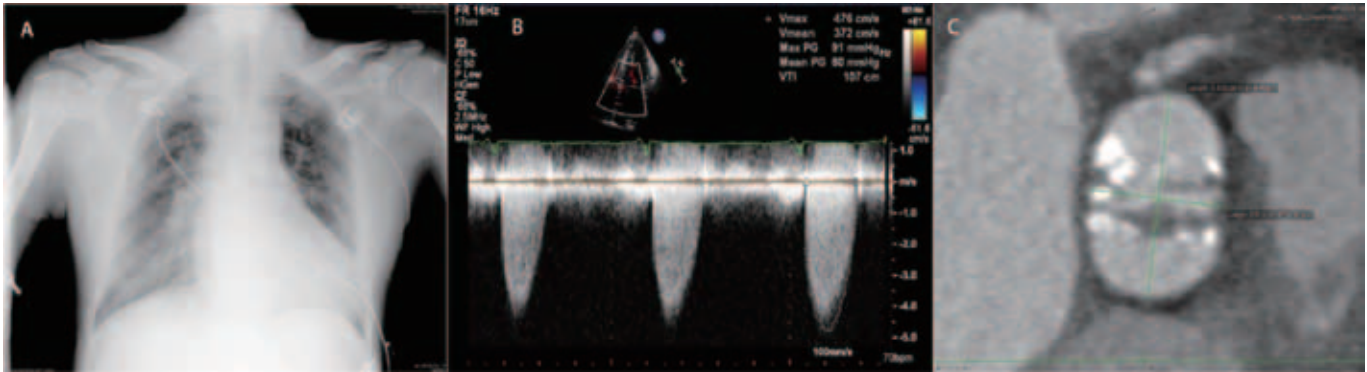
A:胸部X线摄片; B:心脏超声主动脉瓣血流频谱; C:CT见二叶式主动脉瓣。
